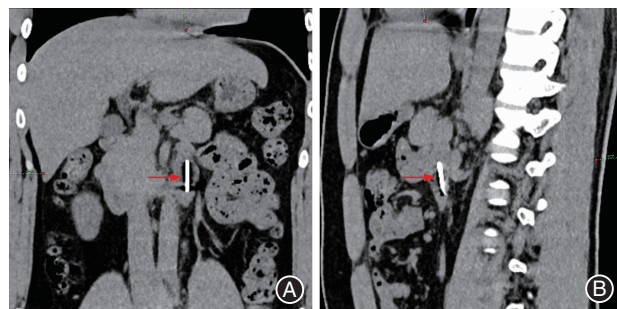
车针脱落16 h后患者胸部CT图像 A:斜冠状位;B:斜矢状位;箭头示车针位于十二指肠水平部远端。
